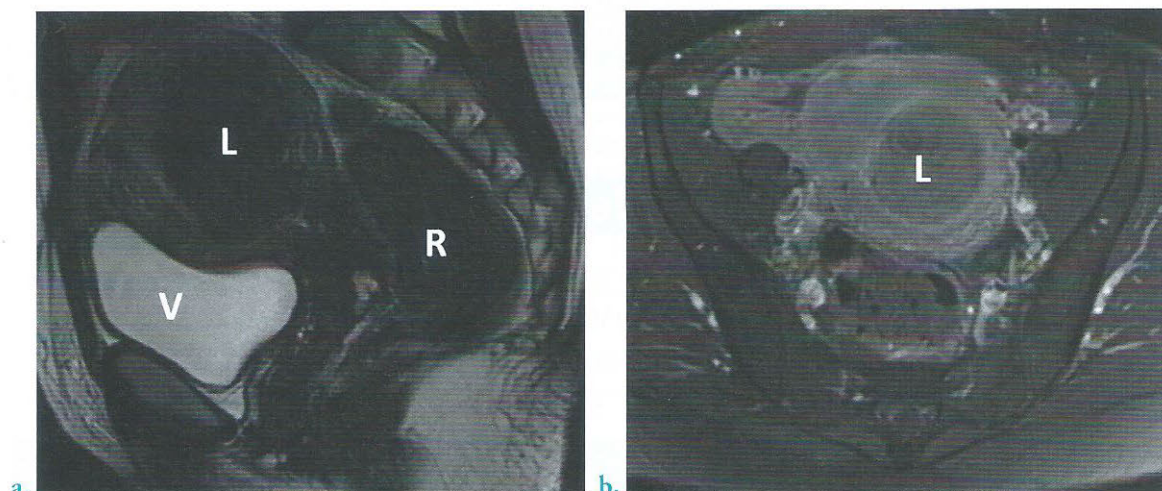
Léiomyome utérin en IRM pelvienne
